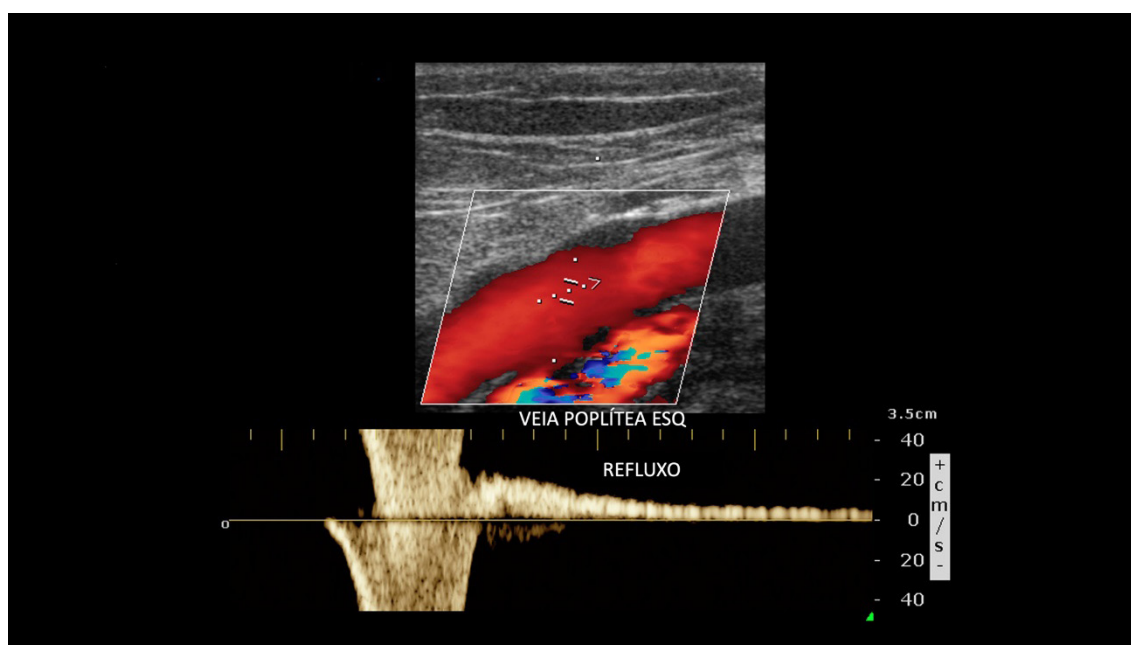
Refluxo ao mapeamento de fluxo a cores (em vermelho) e ao Doppler pulsado em veia poplíteia.
